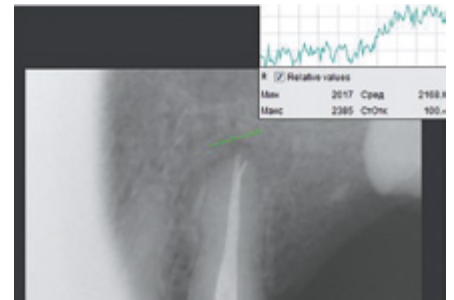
Копия рентгенограммы пациента К., 55 лет. Диагноз: хронический апикальный периодонтит 25. Контрольная группа. Через 6 месяцев после лечения. Индекс Хаунсфилда составлял 2168
